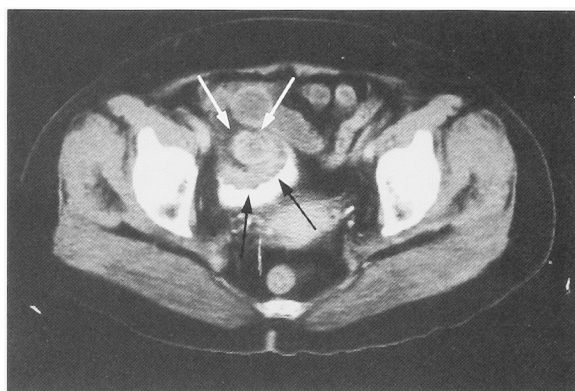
Pelvic CT scan showed a bladder tumor (black arrows) on the right side of the bladder. White arrows indicate the tumor in the vesical diverticulum.
